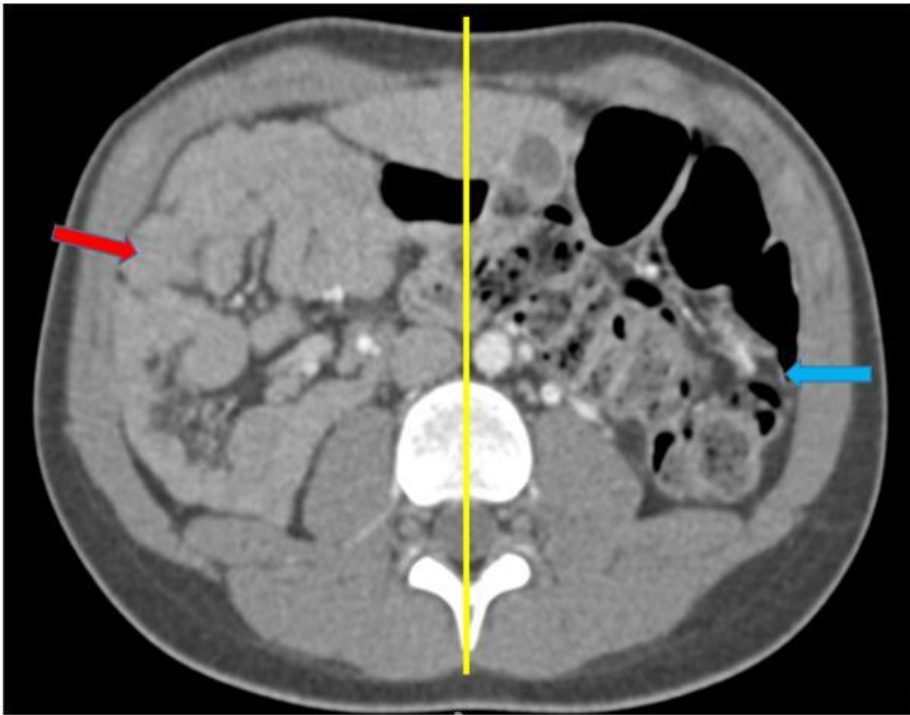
TDM abdominale en coupe axiale, après injection de PDC, montrant un mésentère commun avec l'intestin grêle à droite (flèche rouge) et le colon à gauche (flèche bleue)
